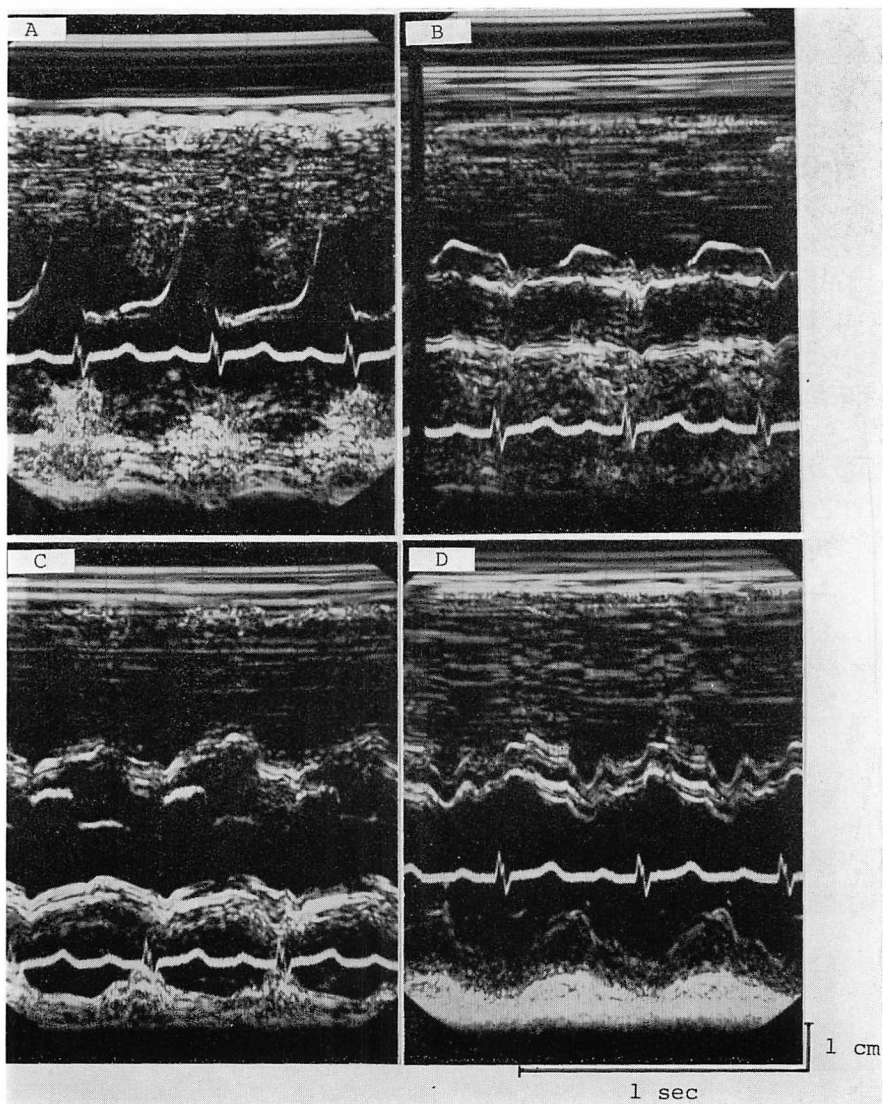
Echocardiograms of another patient with systemic lupus erythematosus associated with pulmonary hypertension (E.T., 25 yrs, female).
